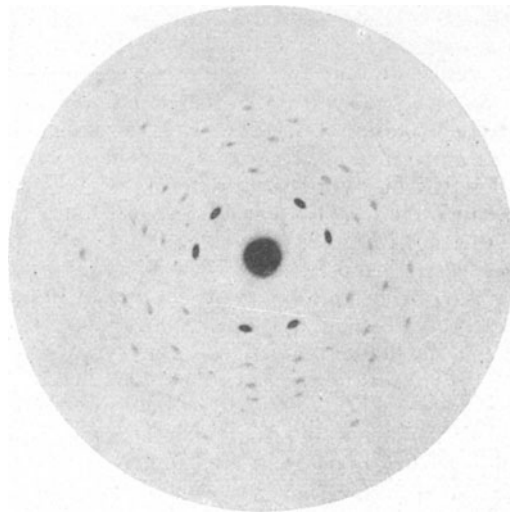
Kristallröntgenogramm bei Durchstrahlung senkrecht zu einer Oktaederfläche.
